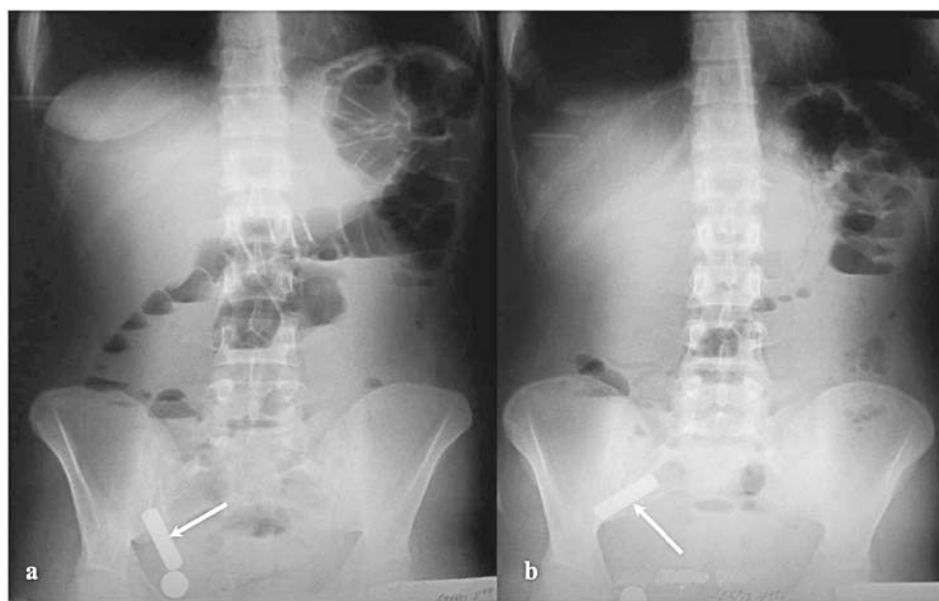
a,b. Radiografia abdominală simplă la internare (a) şi la 6 ore de supraveghere (b) – demonstrând corpul străin (bateria→) în tractul GI, fără dinamică pozitivă
